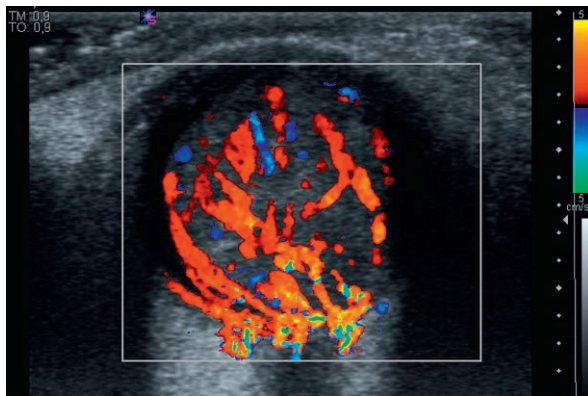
Volumineux mélanome sans hypertension oculaire – écho-Doppler couleur, vascularisation de type III (VSM = 39,5 cm/s et un IR = 0,65).
